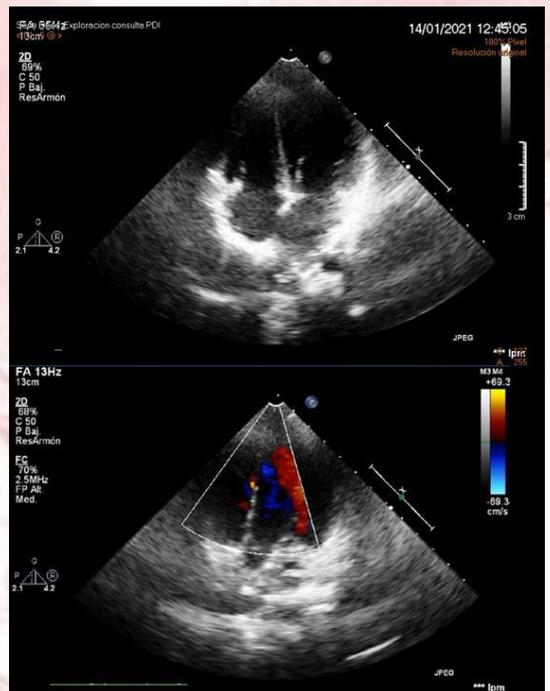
Ecocardiografía transtorácica, apical cuatro cámaras con múltiples defectos en el tabique interventricular (2D) y múltiples señales Doppler de flujo de color anormales entre el tabique interventricular altamente sospechosas de colaterales intracoronarias.
